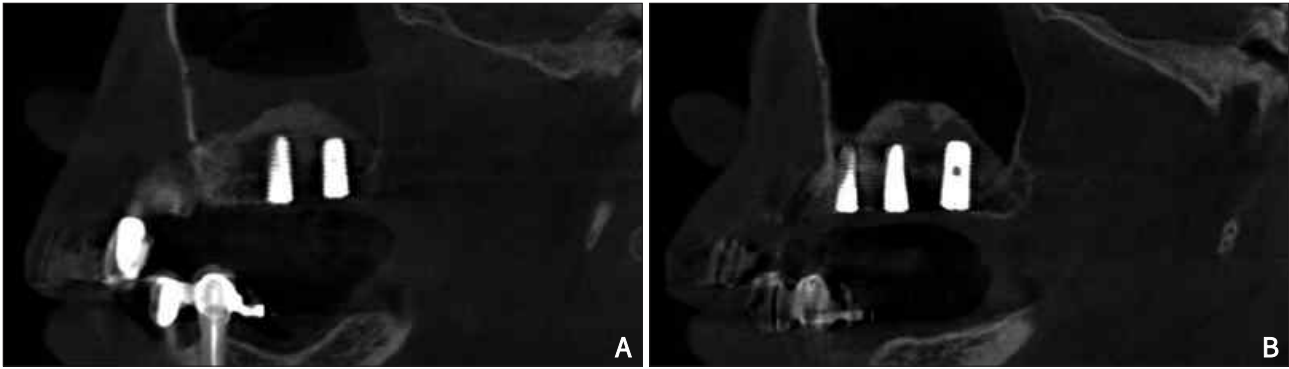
(A) Patient no. 3. Post op. CBCT (Rt), (B) Patient no. 3. Post op. CBCT (Lt).
